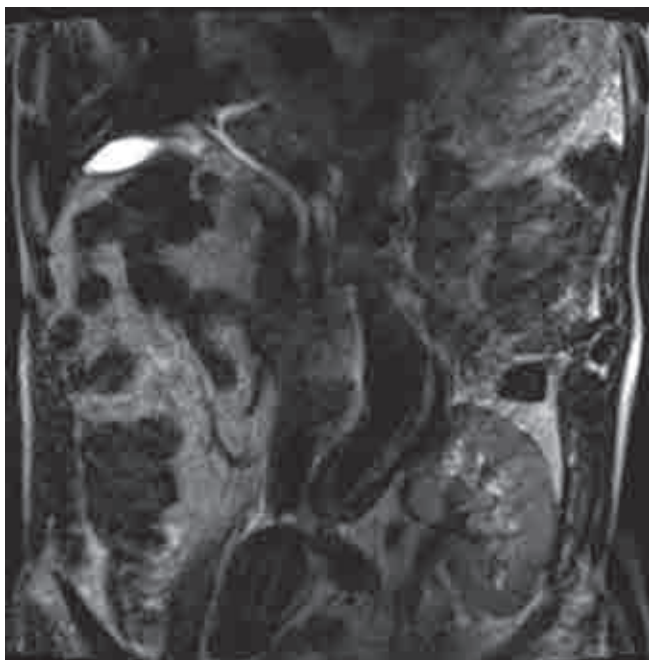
Данные МРТ: впервые выявленная аневризма брюшной аорты, правой общей подвздошной артерии, февраль 2009 г.
